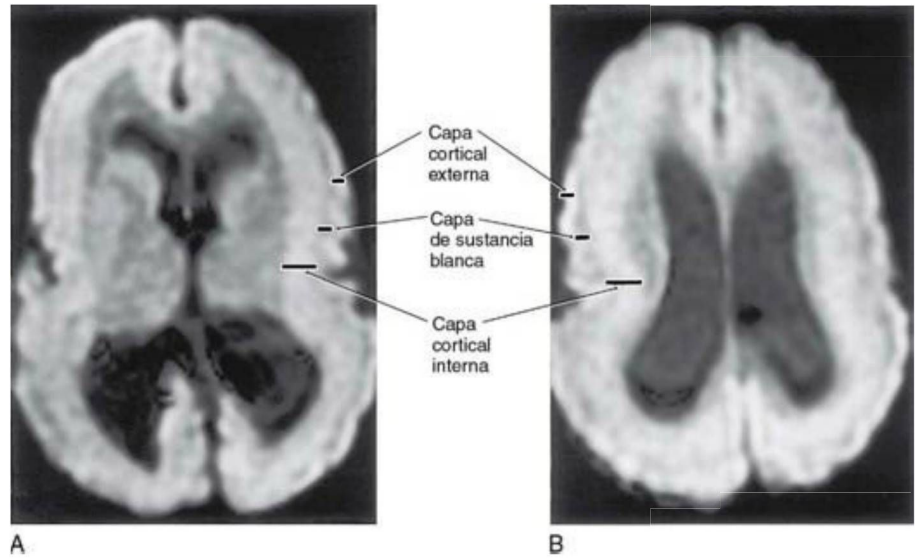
Imagen axial de resonancia magnética de una niña de 6 meses con malformaciones del córtex cerebral, que incluyen áreas de lisencefalia y paquigiria en el mismo encéfalo.
